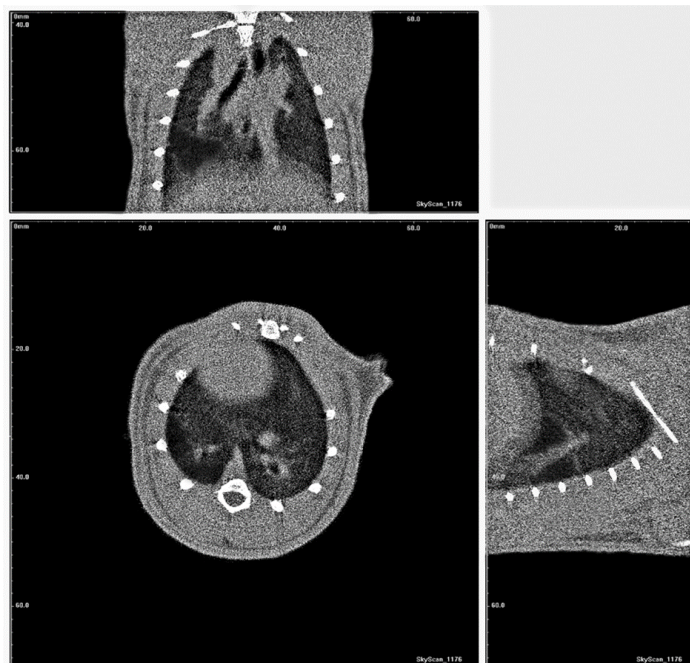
Компьютерная томография органов грудной клетки животного. Экспериментальная ХОБЛ тяжелой степени. В нижней доле правого легкого фиксируются обширные участки повышенной прозрачности. На сагиттальном срезе – зона фиброателектаза треугольной формы.
